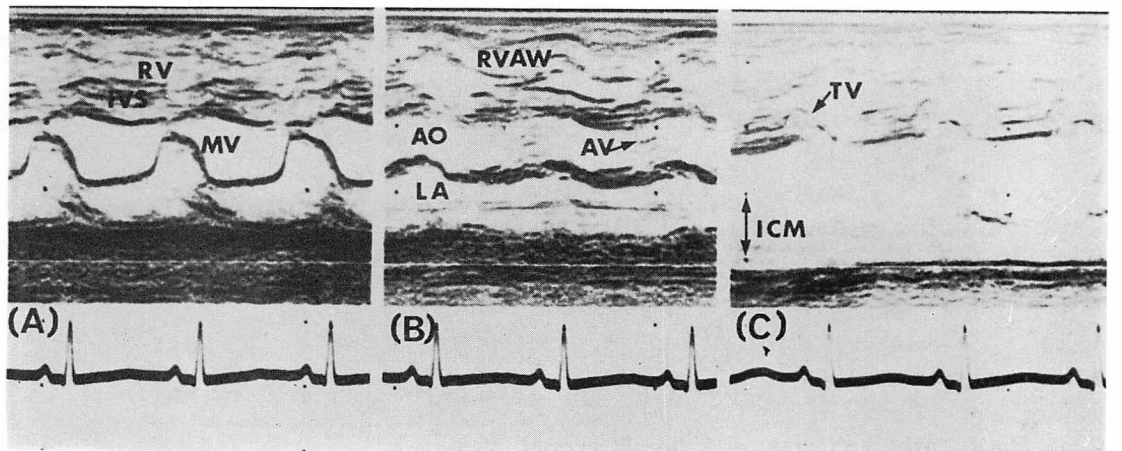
Echocardiogram of 4 day-old infant with pulmonary atresia with intact ventricular septum.
